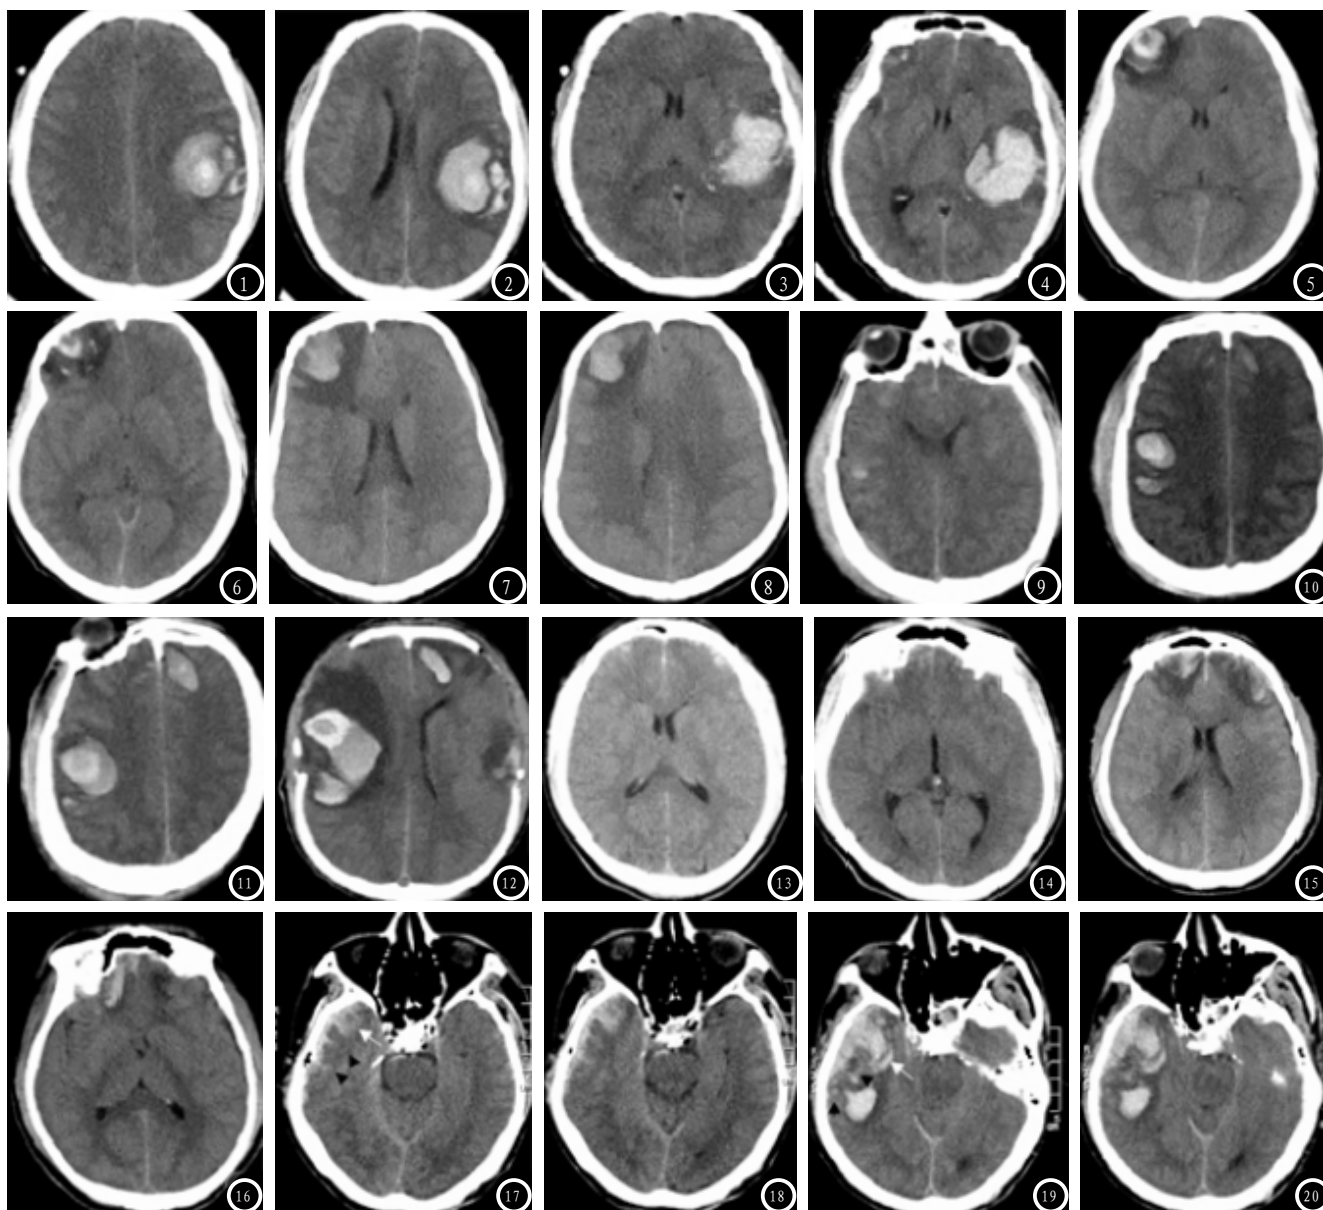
男, 32岁, 车祸外伤半小时, 颅脑轴位CT平扫(图1、2)示左侧额顶叶脑挫裂伤、血肿, 血肿密度不均, 可见中心高密度征, 血肿周围可见多发岛状出血(即“李琦岛征”), 6小时后复查CT(图3、4)示血肿较前有明显增大, 周围岛状出血与血肿融合, 中心高密度征消失。图5-8 男, 28岁, 原车祸外伤2小时门诊颅脑轴位CT平扫未见明显异常, 2天后复查CT(图5、6)示右侧额叶脑挫裂伤、出血, 其主血肿中心见低密度影(即“黑洞征”), 主血肿周围可见至少三枚岛状出血灶(即“李琦岛征”), 24小时后再次CT复查, 主血肿与周围出血灶融合, 血肿较前明显增大。图9-12 男, 46岁, 车祸外伤30分钟, 门诊颅脑轴位CT平扫(图9)示双侧额叶、右侧额顶叶多发脑挫裂伤、小灶状出血, 6小时后复查CT(图10)示右侧额顶叶、左侧额叶血肿扩大, 右侧额叶血肿中心可见结节状高密度征, 高密度内部密度稍低(不典型“黑洞征”), 另见血肿周围见小片状出血; 24小时后再次复查CT(图11)示右侧额顶叶、左侧额叶血肿扩大进一步增大, 右侧额叶主血肿似呈靶环样改变, 中心可见“黑洞征”, 患者同时发现双侧额颞部硬膜外血肿增大, 行硬膜外血肿开颅清除术后复查CT(图12)示右侧额叶脑挫裂伤血肿更进一步增大, 中心“黑洞征”仍清晰可见。图13-16 男, 35岁, 车祸外伤10分钟, 门诊颅脑轴位CT平扫(图13、14)示双侧额叶脑挫裂伤、散在灶状出血(呈斑点状高密度灶)合并蛛网膜下腔出血, 显示欠清; 6小时后复查CT(图15、16)示双侧额叶脑挫裂伤、血肿有明显增大。图17-20 女, 52岁, 车祸外伤20分钟, 门诊颅脑CT轴位平扫(图17、18)示右侧额叶脑挫裂伤、出血呈斑片状、雪花片状高密度影, 合并右侧额部硬膜下小血肿, 另见蛛网膜下腔出血。12小时后复查CT示右侧额叶脑挫裂伤、血肿明显增大伴右侧额叶脑肿胀。
